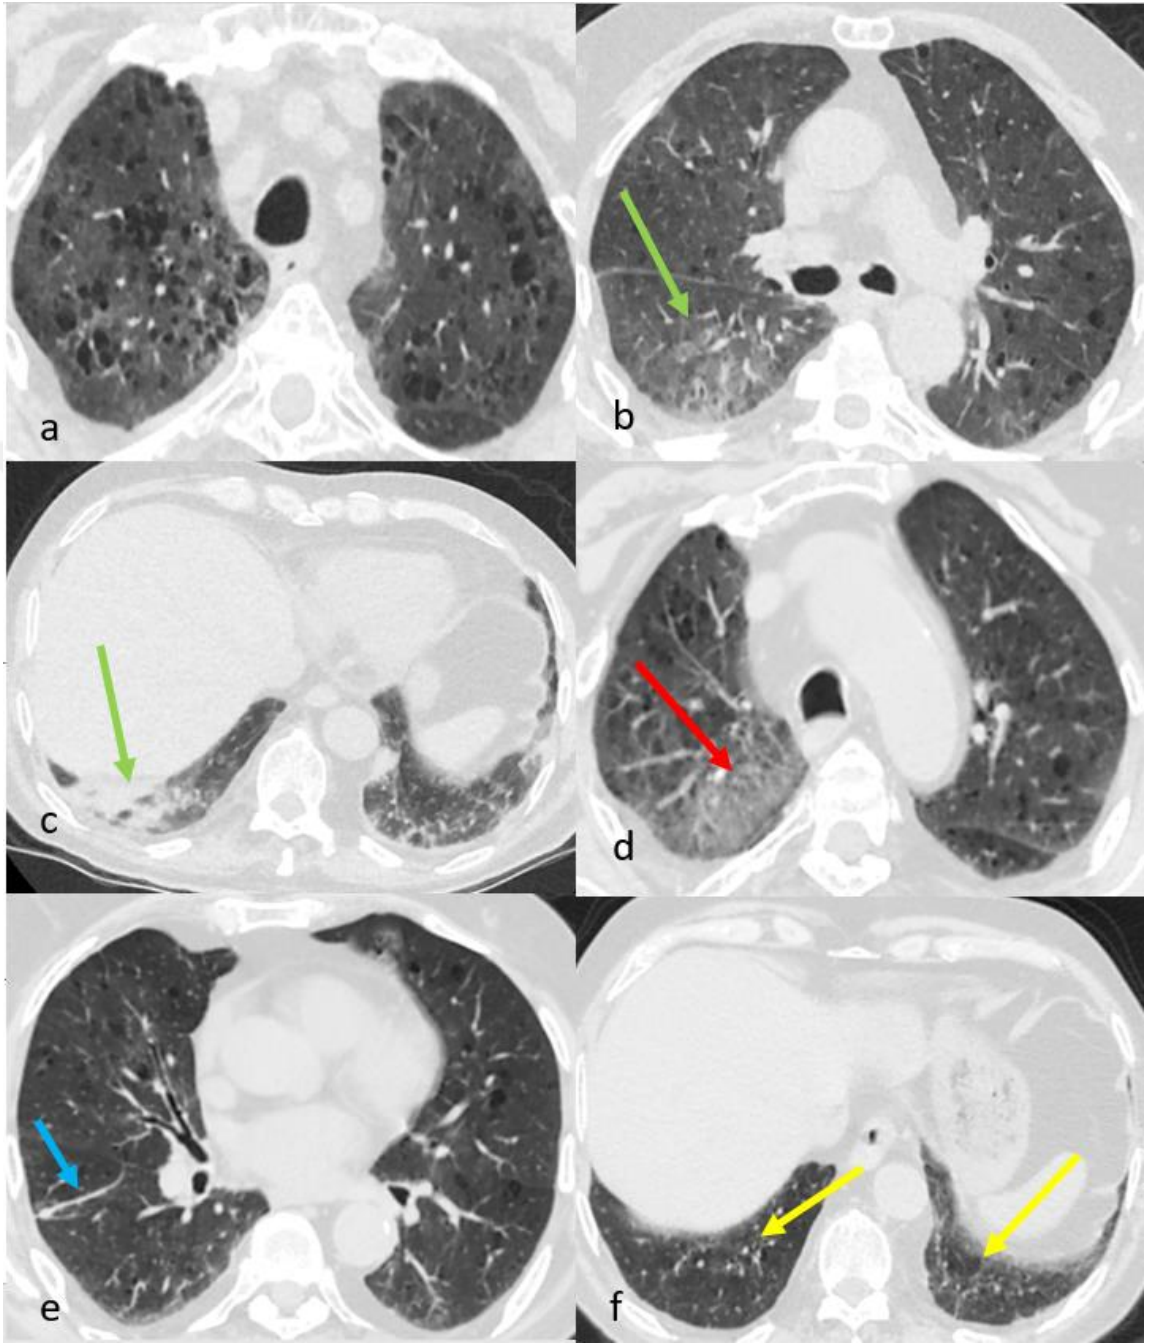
76 yaşında kadın hasta COVID-19 RT-PCR+. a-b-c: ilk tanı anında her iki akciğerde COVID-19 pnömonisi ile uyumlu periferik ağırlıklı buzlu cam dansiteleri. BT şiddet skoru 20 puan d-e-f: Ortalama 12. aytoraks BT’de belirsiz sınırlı hafif buzlu cam dansiteleri, septal belirginlikler ve parankimal bantlar (nonfibrotik sekel değişiklikler).
